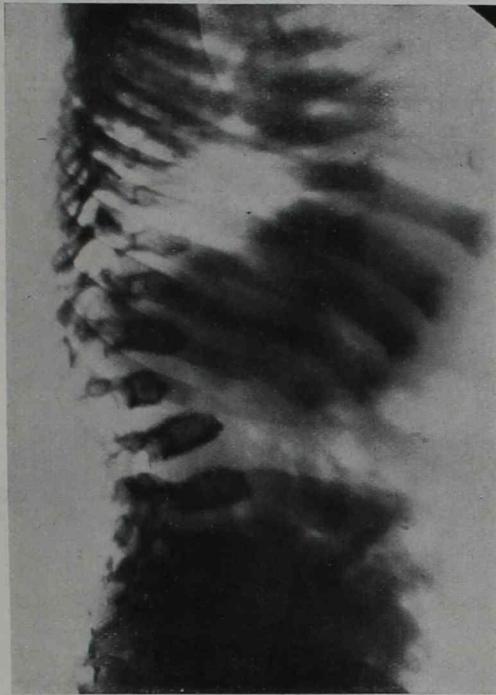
Roberto S., edad 6 $\frac{1}{2}$ años. Radiografía de columna. Cuerpos vertebrales irregulares y deformados
